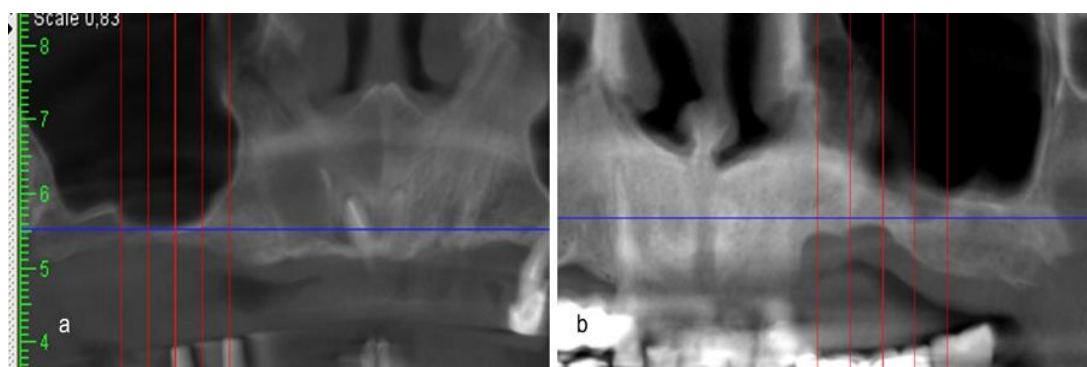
Secțiuni din CBCT: atrofia osului rezidual subantral datorată pneumatizării sinusului maxilar(a), atrofia verticală a crestei alveolare (b)
